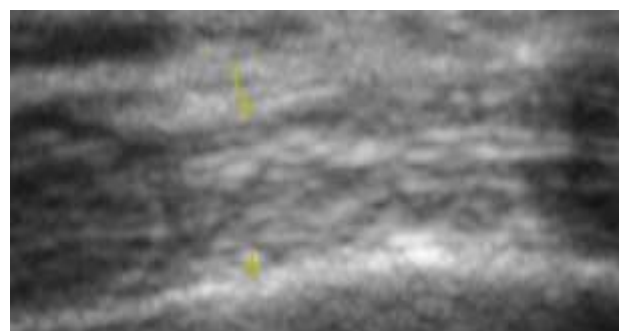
Imagen de ultrasonido musculoesquelético del tendón abductor del pulgar que en comparación con estudios previos se identificó: ecogénico (hipereicoico), de grosor similar al tendón contralateral, patrón fibrilar normal, sin evidencia de: alteración estructural, desgarres, líquido peritendinoso, calcificaciones o nódulos
